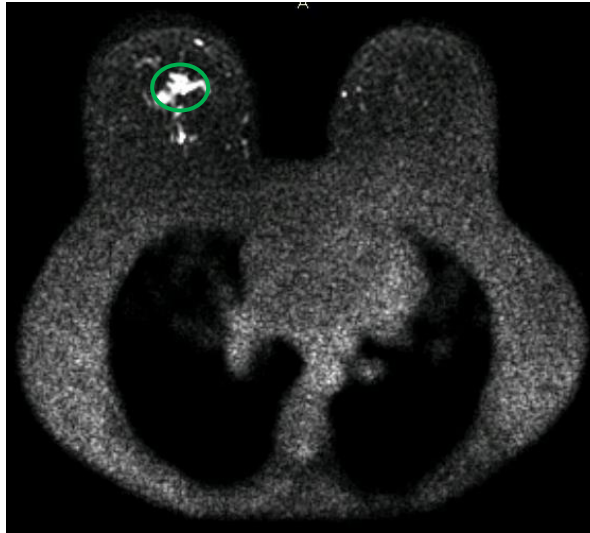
Serie DWI AXIAL. En la mama derecha se encuentra la lesión
